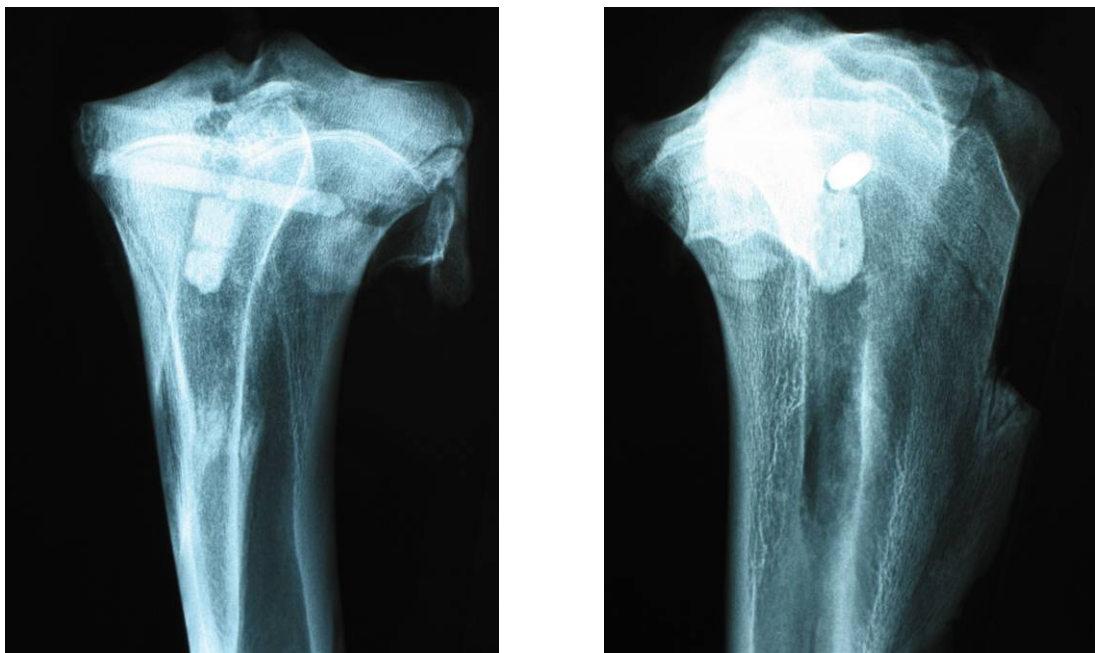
Röntgenbild ap und seitlich der Tibia vom Schwein nach transtendinöser Frontcross-Fixation eines BTB-Transplantates (20 mm Knochenblocklänge) mit CB5 Pin
